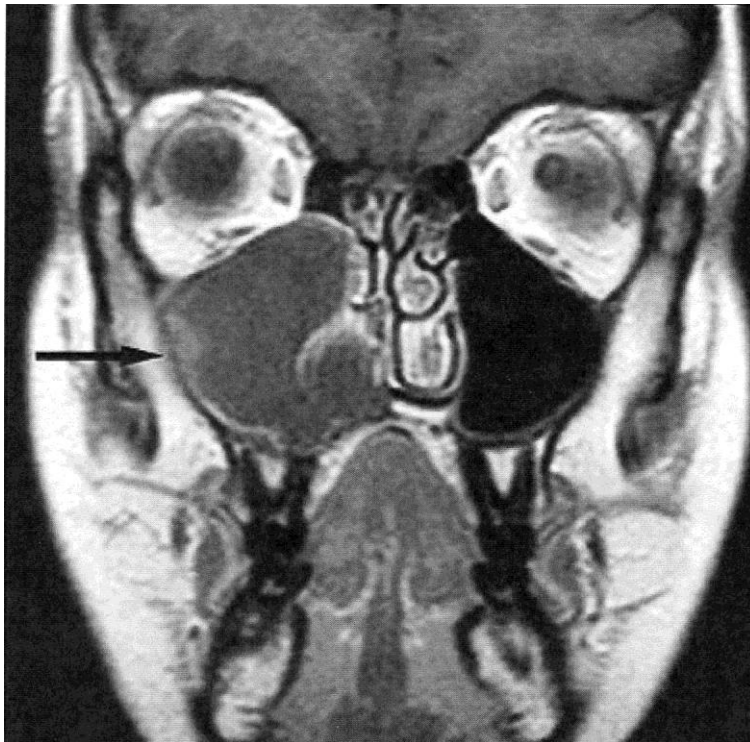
Διατομή με MRI κάτω γνάθου στην οποία διαπιστώθηκε εγγύς της περιοχής τοποθέτησης εμφυτευμάτων ευμεγέθους οδοντογναθική κύστη όπως δείχνουν τα βέλη.
